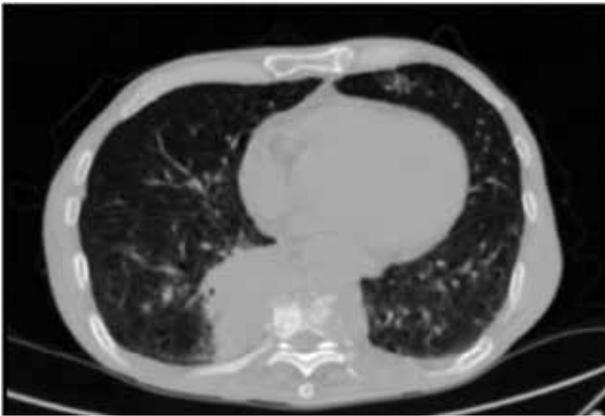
Tomografía axial computarizada en la que se observan micronódulos en el parénquima pulmonar, destrucción de los cuerpos vertebrales de T7 a T9, masa adyacente y lesiones líticas.
